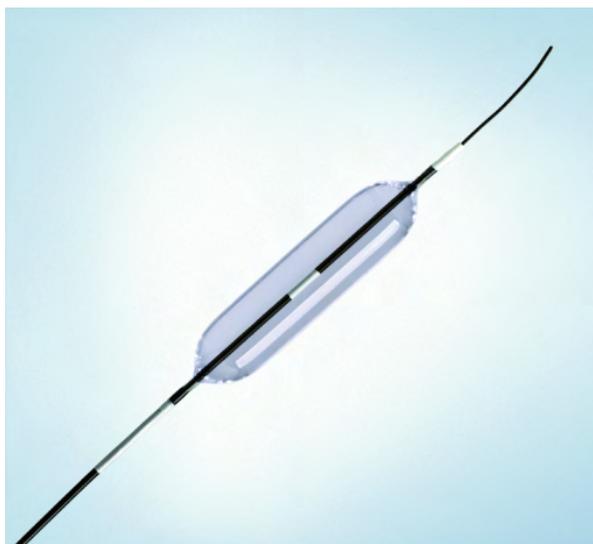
Баллон, устанавливаемый по проводнику под рентгенологическим контролем. Over-the-wire balloon (OTW)
